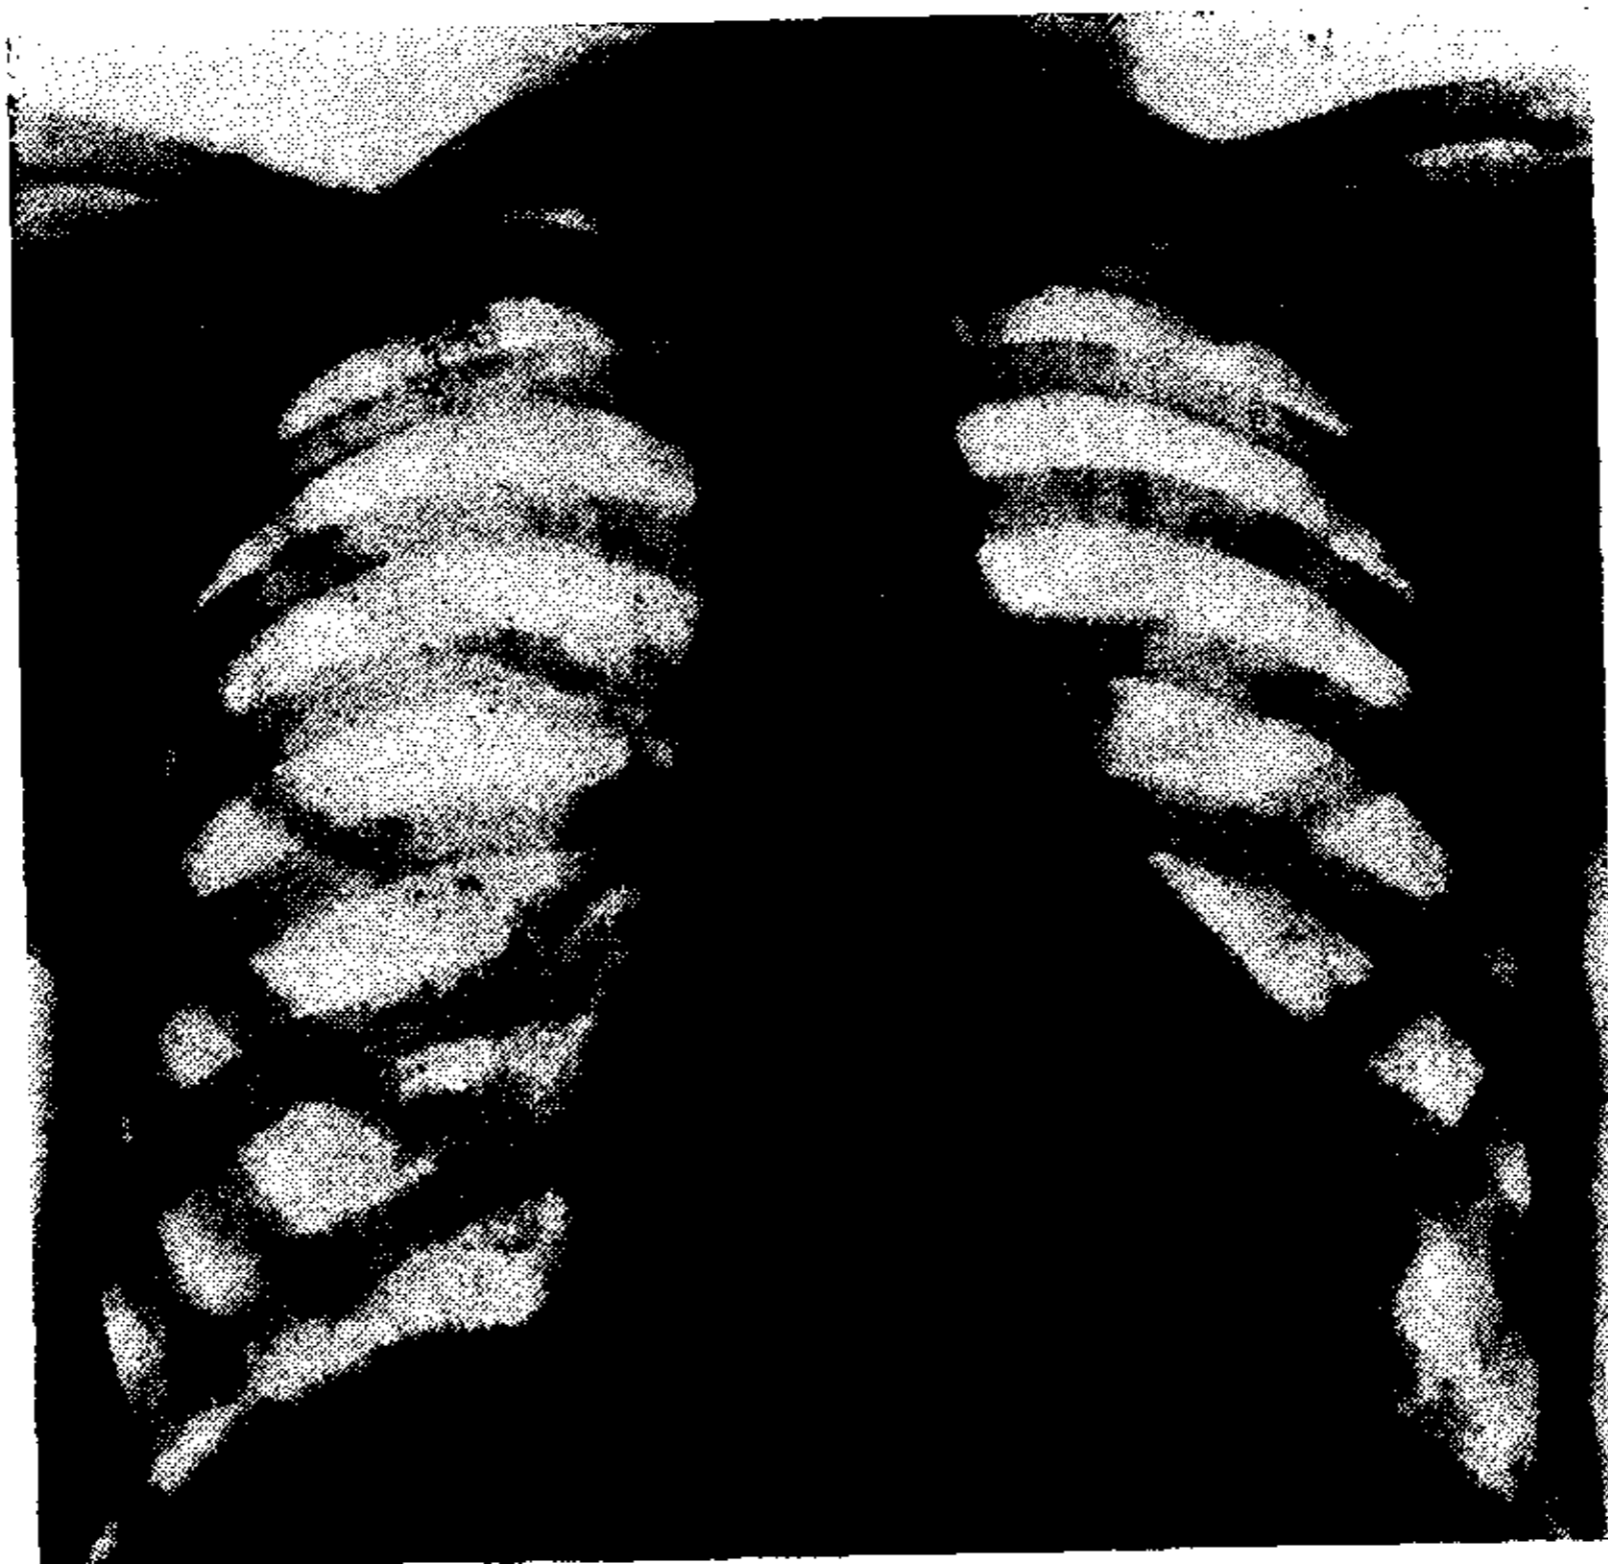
Telerradiografía de tórax
